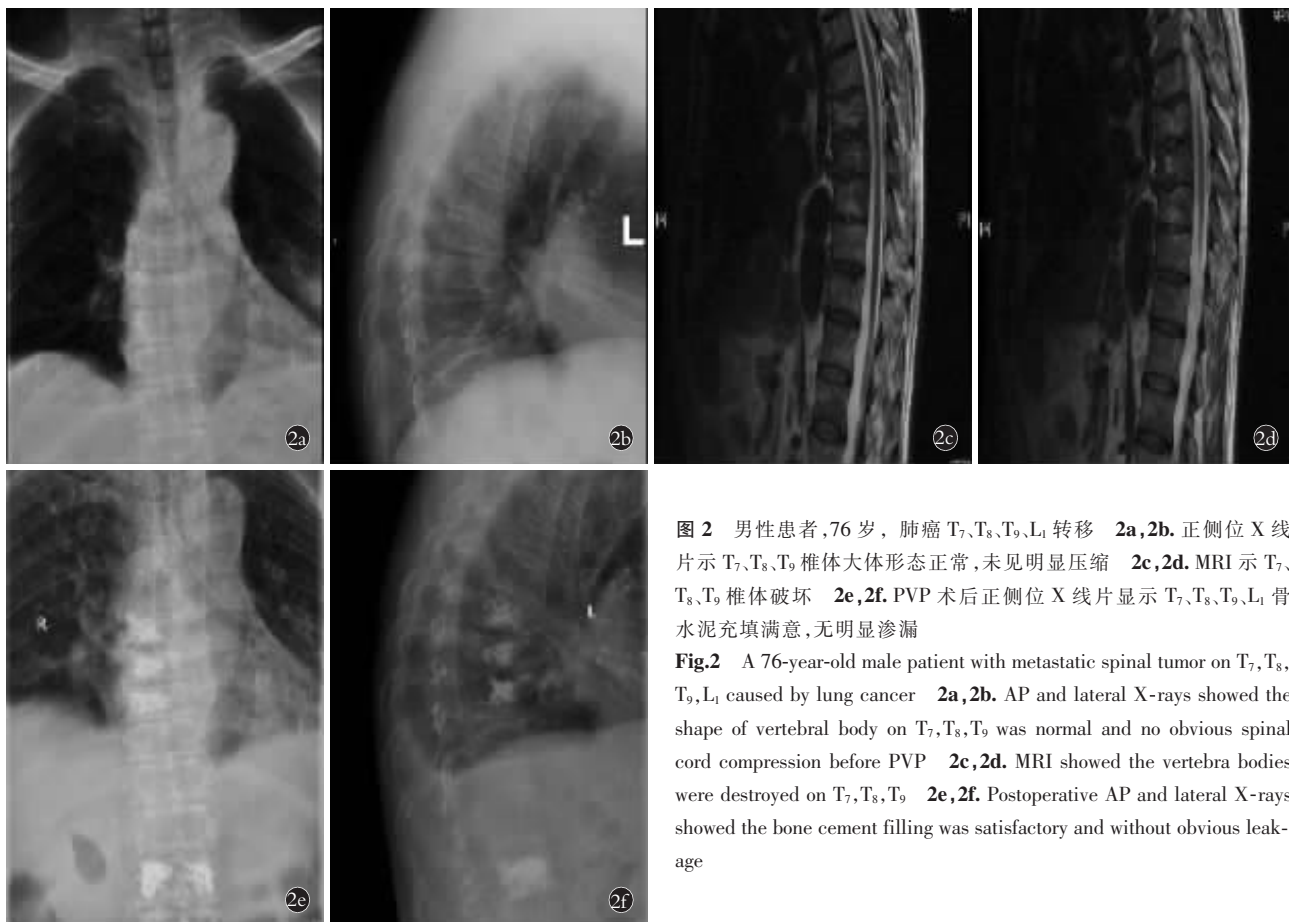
男性患者,76 岁,肺癌 T₇、T₈、T₉、L₁ 转移 2a,2b. 正侧位 X 线片示 T₇、T₈、T₉ 椎体大体形态正常,未见明显压缩 2c,2d. MRI 示 T₇、T₈、T₉ 椎体破坏 2e,2f. PVP 术后正侧位 X 线片显示 T₇、T₈、T₉、L₁ 骨水泥充填满意,无明显渗漏
